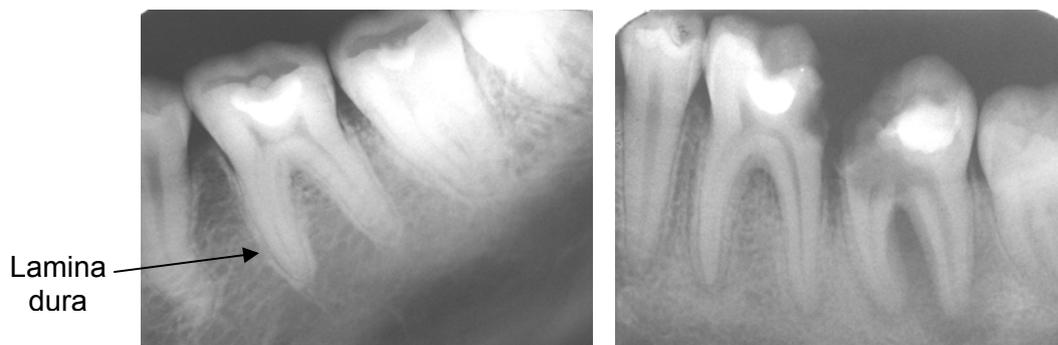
Рентгеновский снимок моляров нижней челюсти в норме и при патологии
